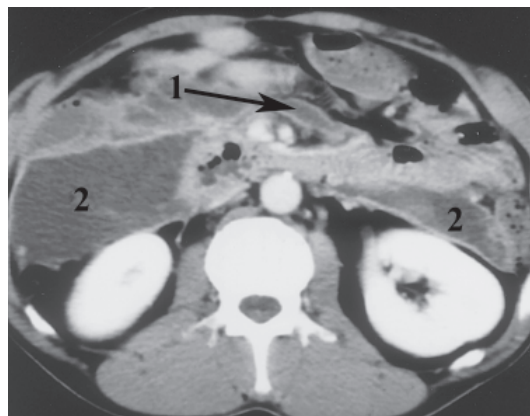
Спиральная компьютерная томография больного М. с острым панкреатитом с образованием жидкостного скопления в сальниковой сумке (1) и свободной брюшной полости (2)
